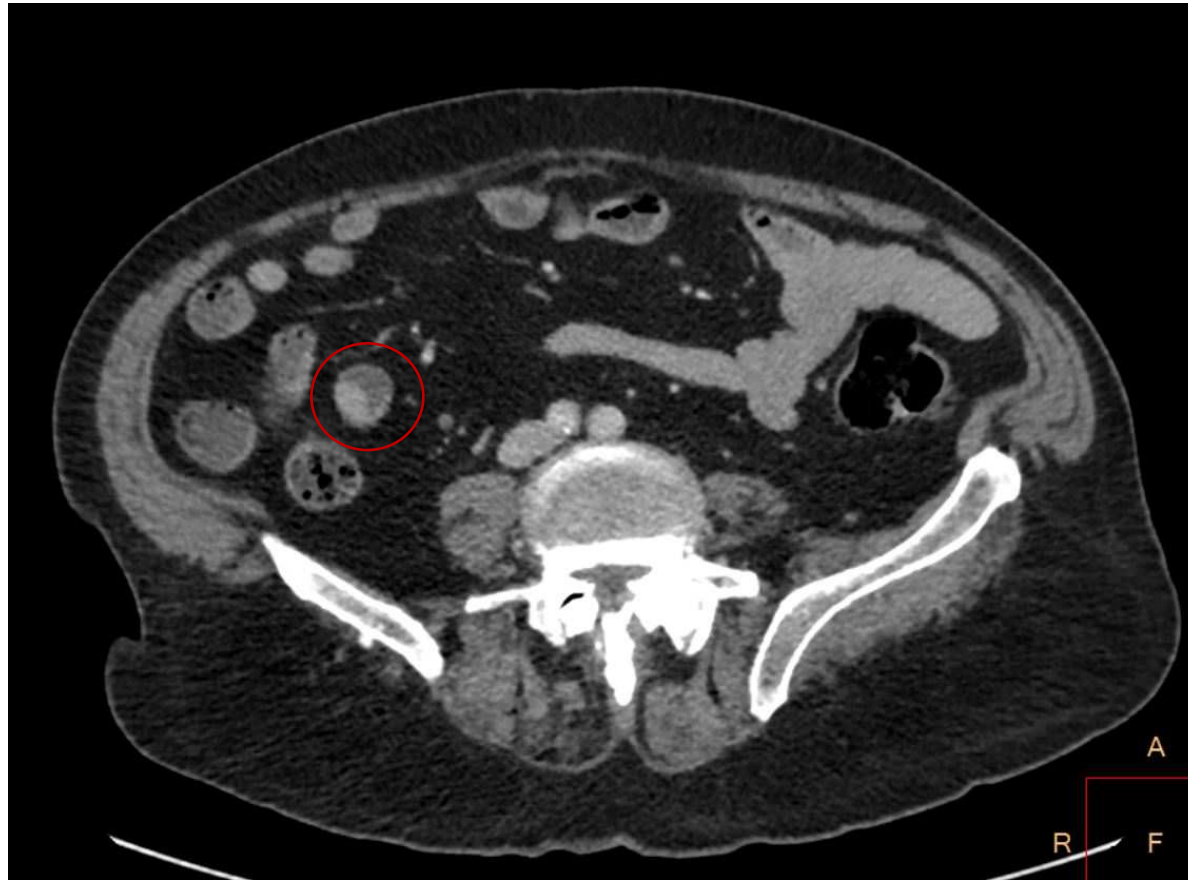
TC abdominal con contraste intravenoso (axial) que muestra leve engrosamiento mural hipercaptante en íleon terminal, adyacente a la válvula ileocecal, en relación con tumor neuroendocrino..
